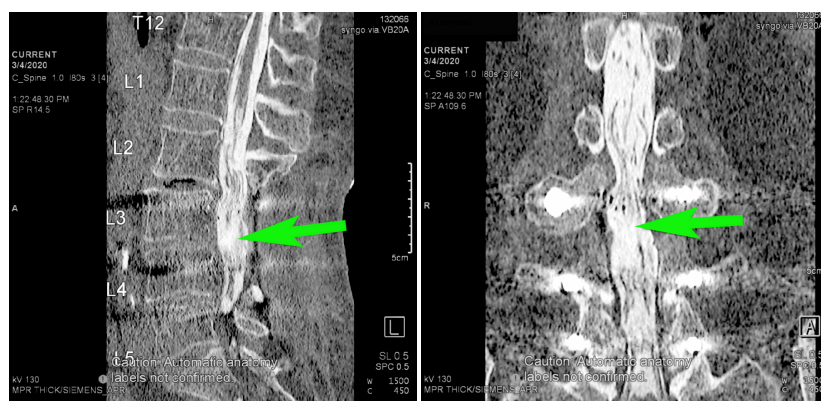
Patient E., MRI myelograms dated 03.03.2020: а – sagittal and frontal projections: impaired filling of subarachnoid spaces L_{III}-L_{IV} (shown by green arrow); б – axial projection: type 2 arachnoiditis (red arrow), in T₂ mode the difference between the signal from the cerebrospinal fluid at different levels is obtained (white arrow), at the level L_{III}-L_{IV} a space-occupying mass (false meningocele) is visualized (yellow arrow)
